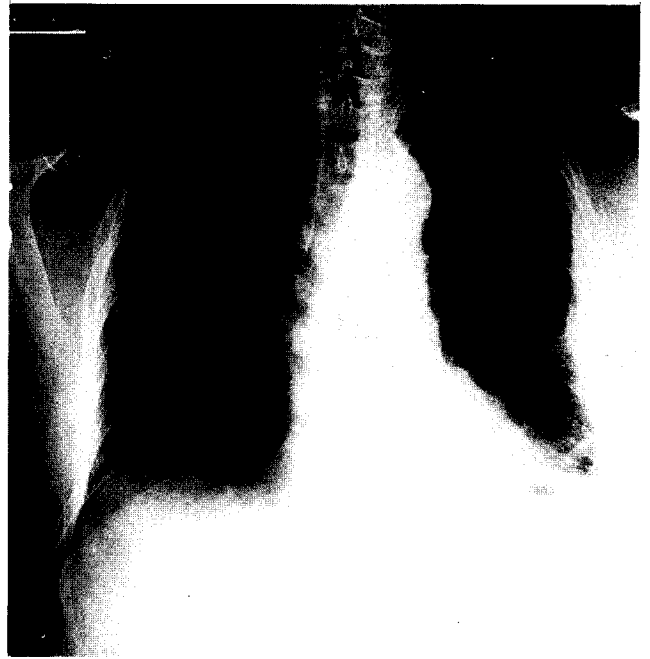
Postoperative chest X-ray film including two clips.
